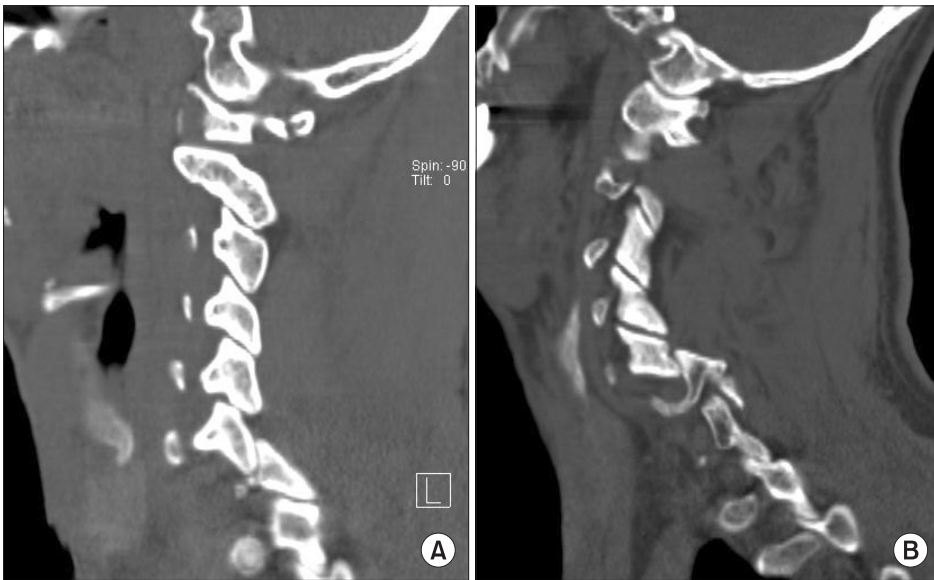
(A) Left C6-7 facet complete interlocking of articular facets is shown in the computed tomography (CT) image. (B) Right C5-6 facet complete interlocking of articular facets is shown in the CT image.
